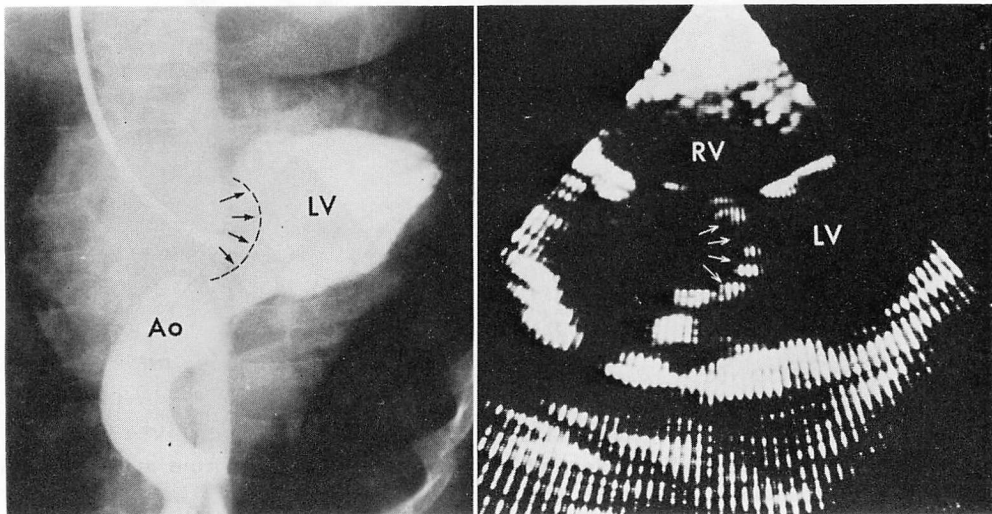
Comparison of frontal two-dimensional echocardiogram of plane F_2 from a patient with endocardial cushion defect with left ventriculogram of the same patient.
